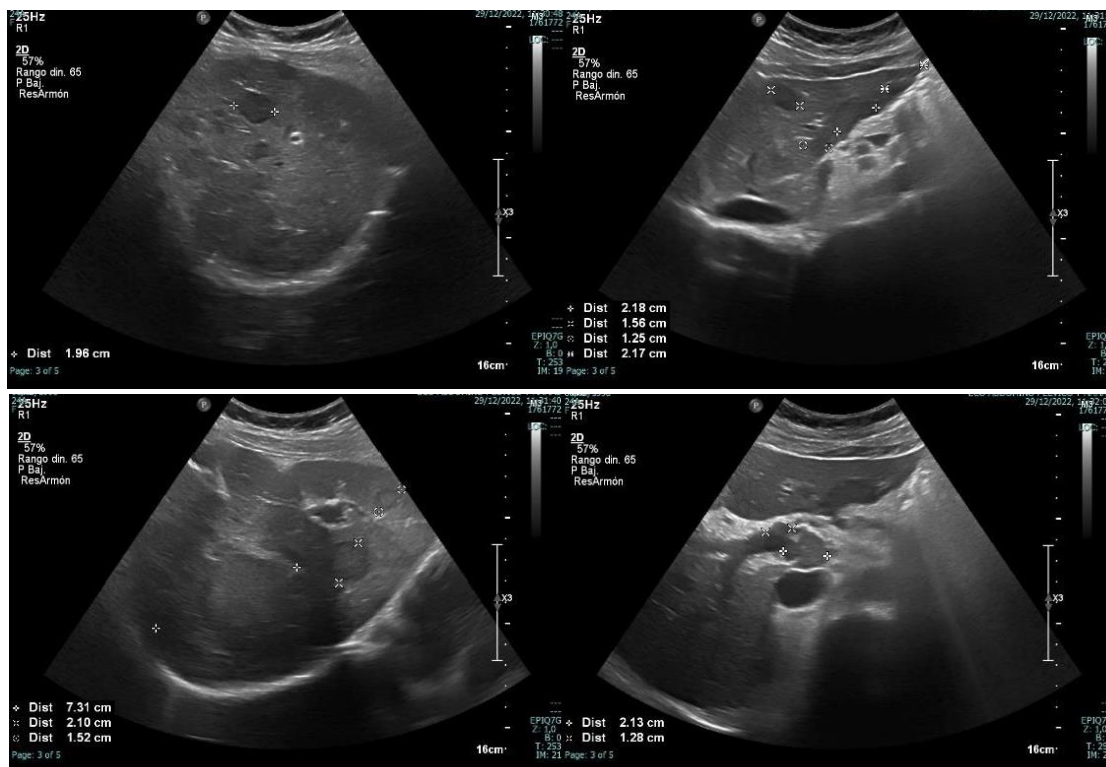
Ecografía abdominal: hallazgos de metástasis hepáticas y múltiples adenomegalias peritoneales.
